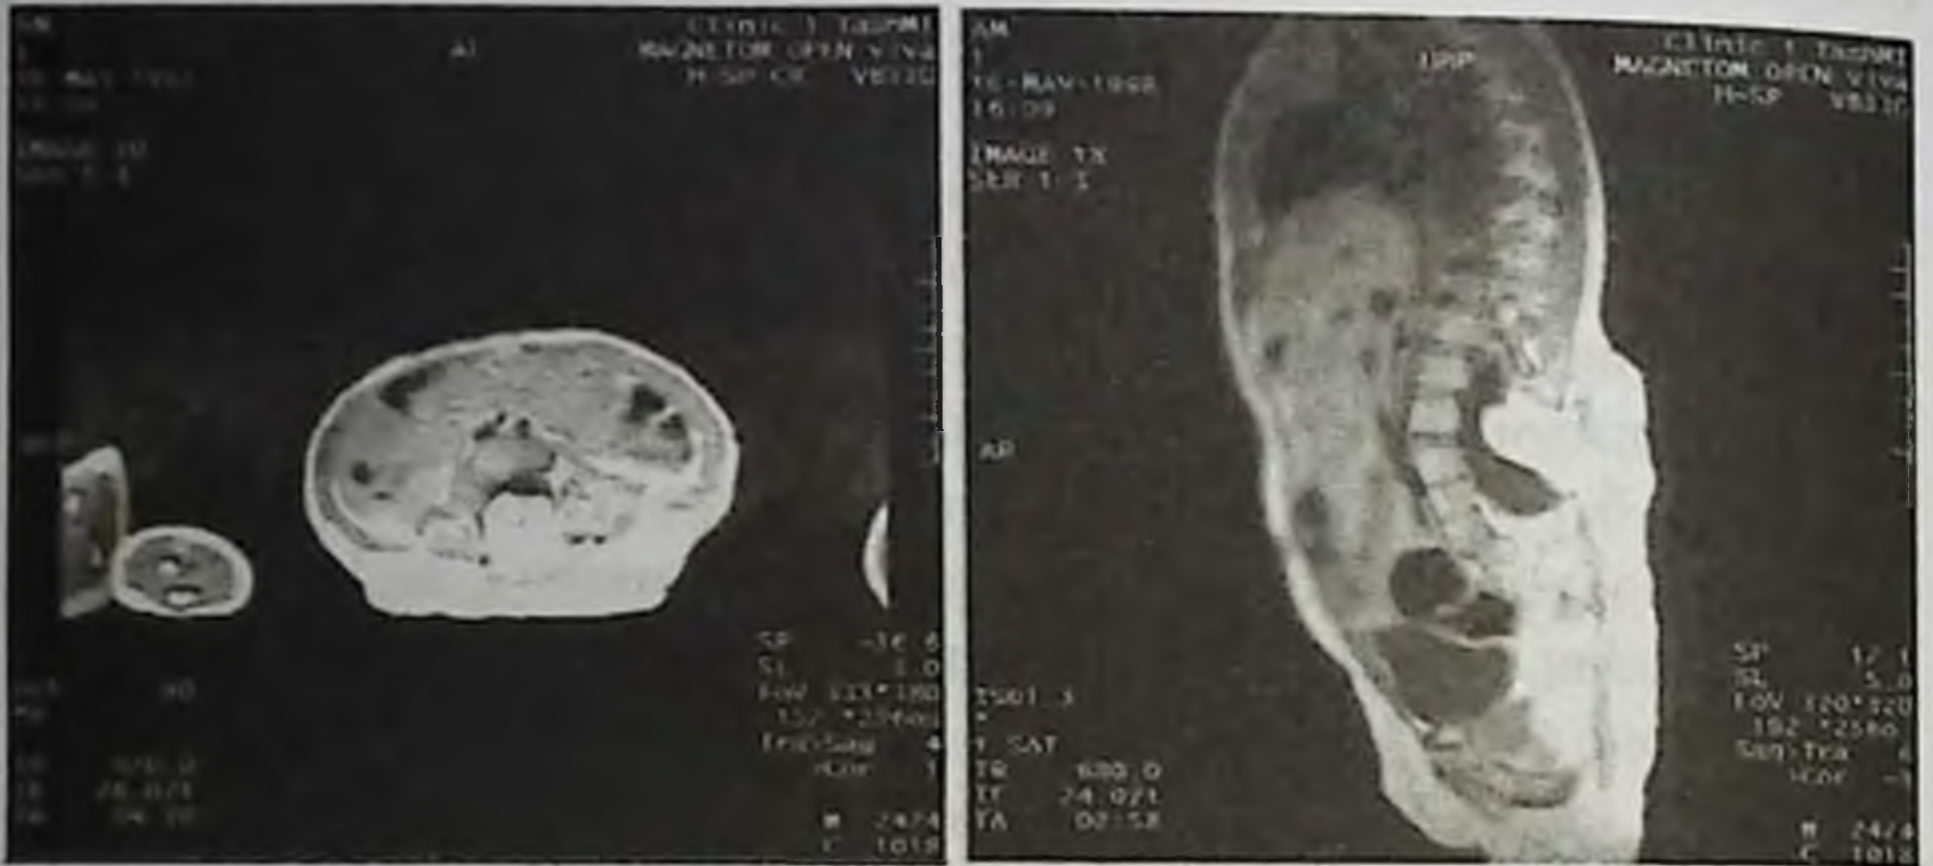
Магнитно-резонансная томограмма 3-х летней больной А. М.
